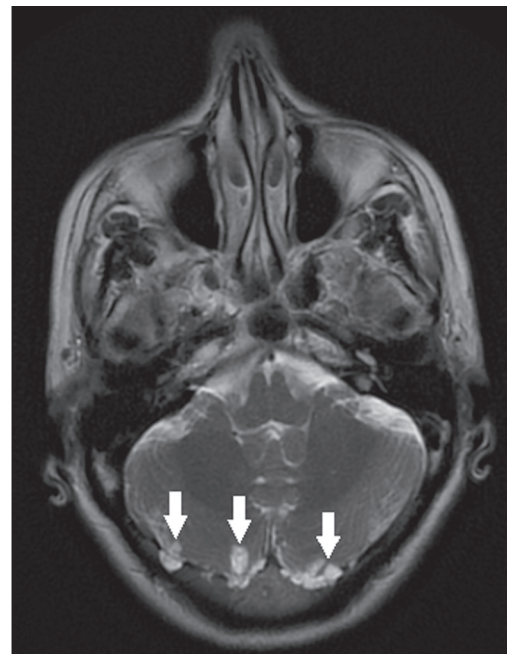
Granulações da aracnoide. RM axial T2 demonstrando imagens císticas, arredondadas, de localização extra-axial, com intensidade semelhante ao líquor, mantendo íntima relação com os hemisférios cerebelares (setas).
